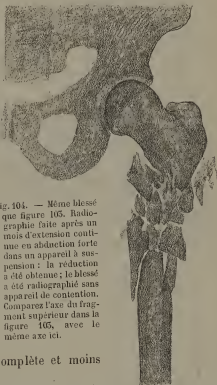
Même blessé que figure 105. Radiographie faite après un mois d'extension continue en abduction forte dans un appareil à suspension : la réduction a été obtenue ; le blessé a été radiographié sans appareil de contention. Comparez l'axe du fragment supérieur dans la figure 105, avec le même axe ici.
